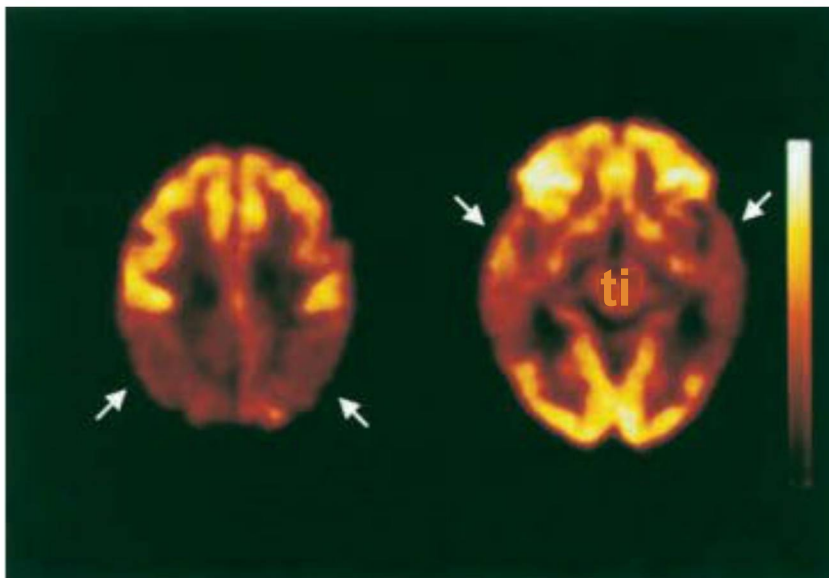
Déficit metabólicos en la enfermedad de Alzheimer. La tomografía por emisión de positrones con ^{18}F fluorodesoxiglucosa (^{18}F FDG-PET) muestra hipometabolismo típico bilparietal (flechas, imagen izquierda) y bitemporal (flechas, imagen derecha) (con conservación característica de la corteza sensoriomotora). (Cortesía de la Dra. C. Meltzer.)
